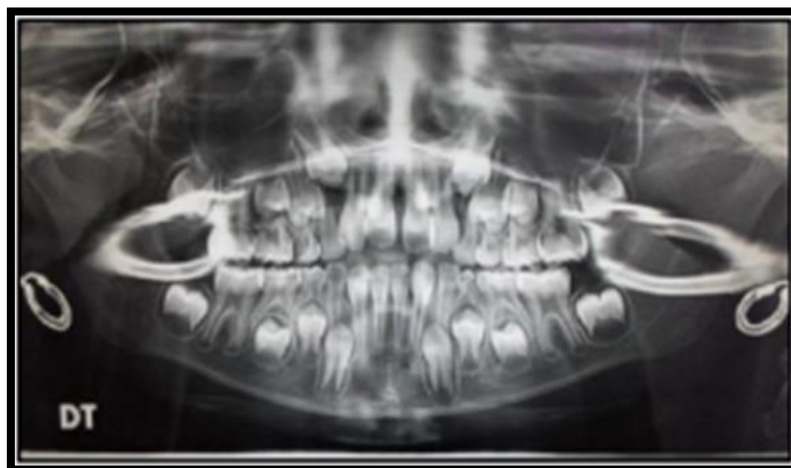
radiographie panoramique des maxillaires avant traitement (92)
